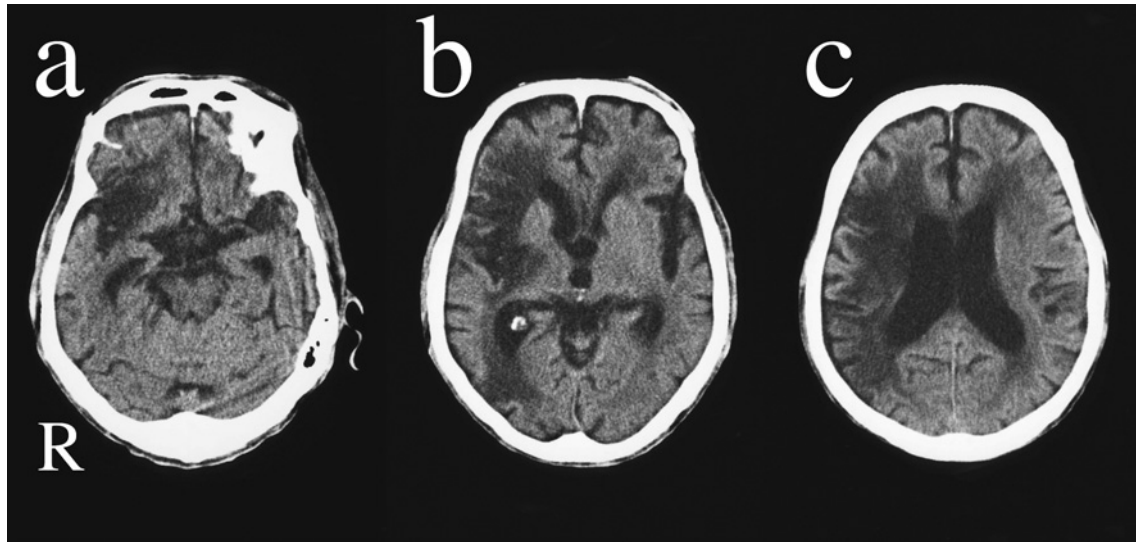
Head CT of the patient, obtained 9 months after the onset of cerebral embolism (83-years-old).
